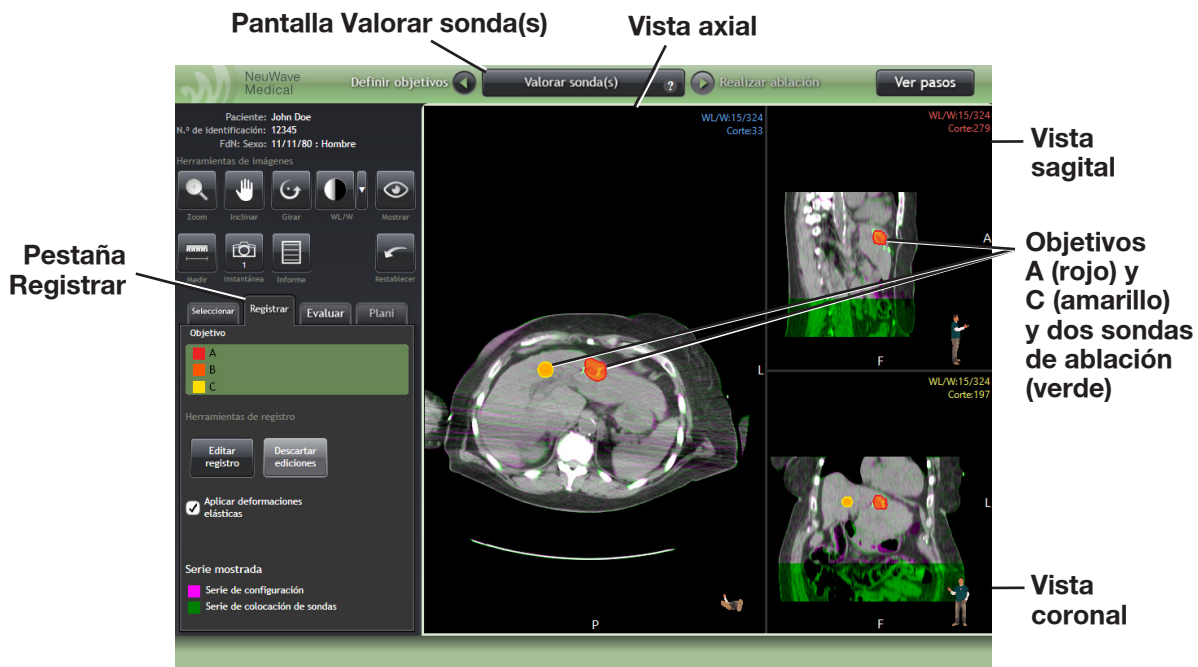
Registro de imágenes. Imágenes registradas (superpuestas) de la serie de TC de configuración (moradas) y la serie de TC de colocación de la sonda (verdes) en la pantalla Valorar sonda(s) de la pestaña Registrar para verificar la ubicación de la sonda en relación con el objetivo.
